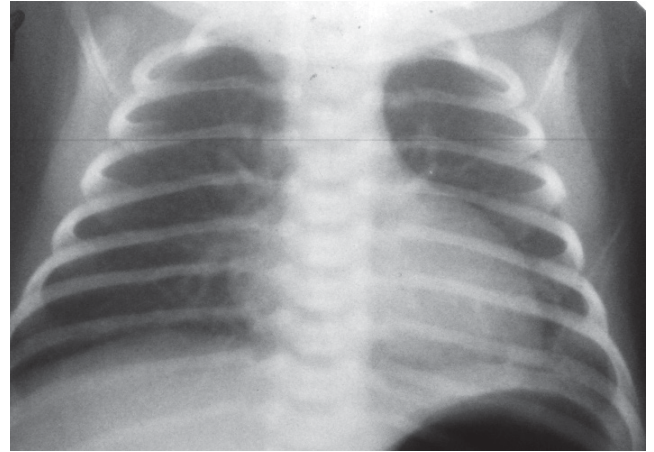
Оглядова рентгенограма органів грудної клітки дитини Ч. у віці 26 днів
